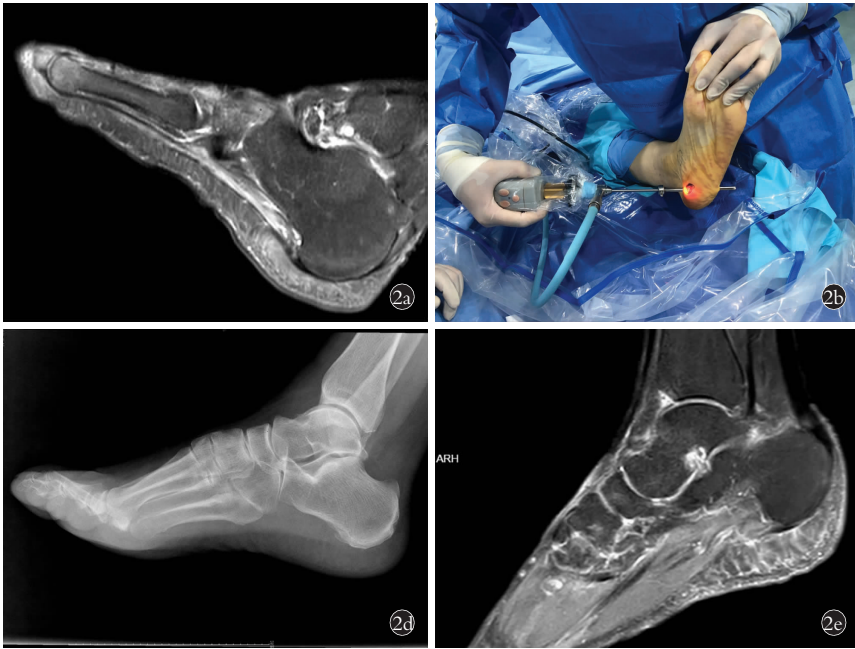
患者,女,65岁,因跖筋膜病行腕管镜下跖筋膜松解术 2a.术前足部MRI 2b.术中仰卧位自后足建立内侧入路送入鞘管及镜头 2c.术中在腕管镜监视下切开增厚的跖筋膜 2d.术后1个月侧位X线片 2e.术后12个月MRI
